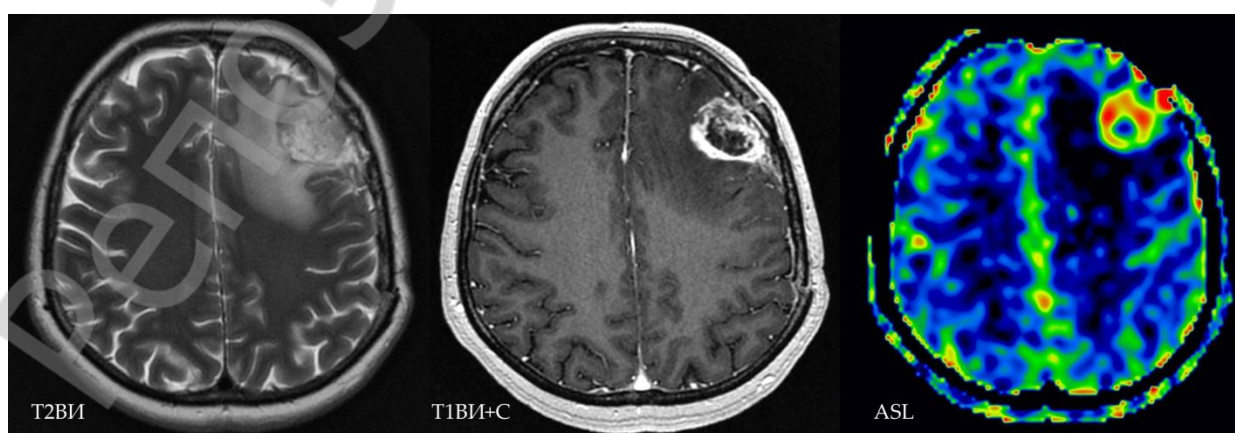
Мультипараметрическая МРТ. Мужчина, 49 лет. Визуализируется кольцевидная зона гиперперфузии у пациента через 2 недели после тотального удаления глиобластомы
